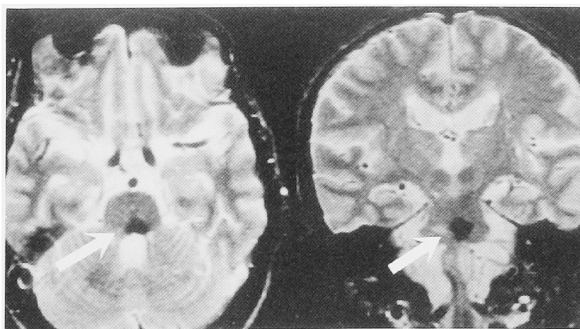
Case 2. MRI (T2 weighted image) showed a widespread lesion of the dorsal tegmentum of the pons (arrow). Lt: axial plane, Rt: coronal plane.
